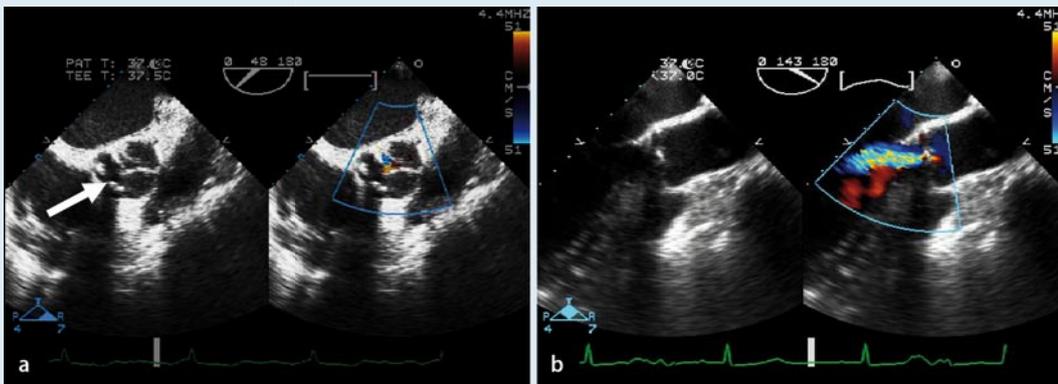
▲ a Farbdopplersonographievergleich in der midösophagealen Darstellung bei 0°-Rotation. Bei 48°-Rotation in der aortalen Kurzachse zeigen sich *links* eine hochgradig kalzifizierte Aortenklappe mit Stenose und *rechts* ein pathologischer Farbdoppler-Jet während der Systole. b Inkompletter Schluss der Aortenklappe und mittel- bis hochgradige Aortensuffizienz bei 143°-Rotation. *Links* inkompletter Schluss der Aortenklappe während der Diastole, *rechts* im Farbdopplersonographievergleich ein Regurgitationsjet, der über das anteriore Mitrablatt reicht
